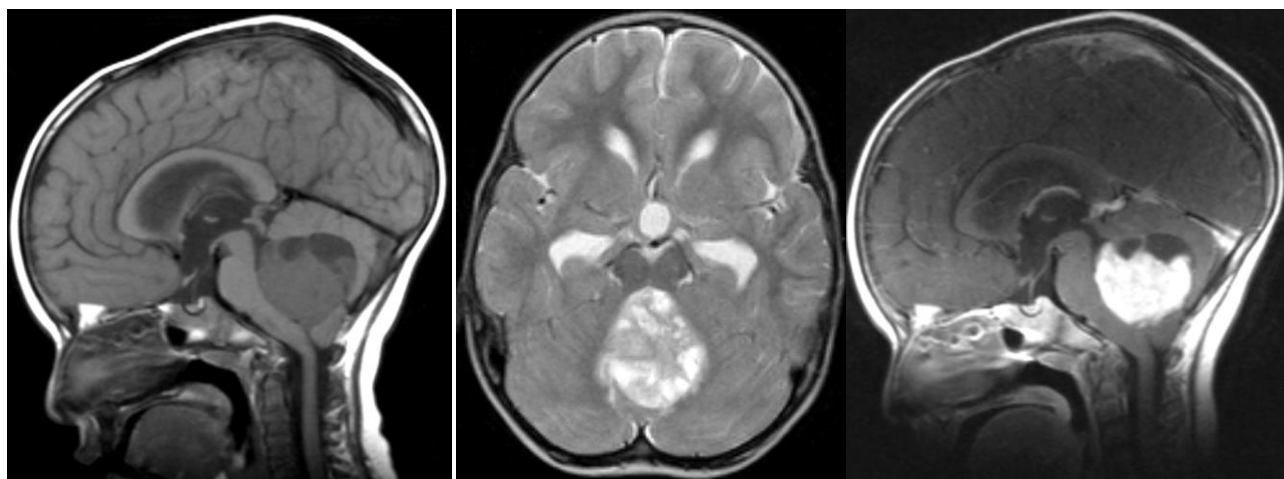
Б-ая Л., и/б 4466/06. МРТ T1 без введения контрастного вещества (гомогенно-пониженный сигнал)
